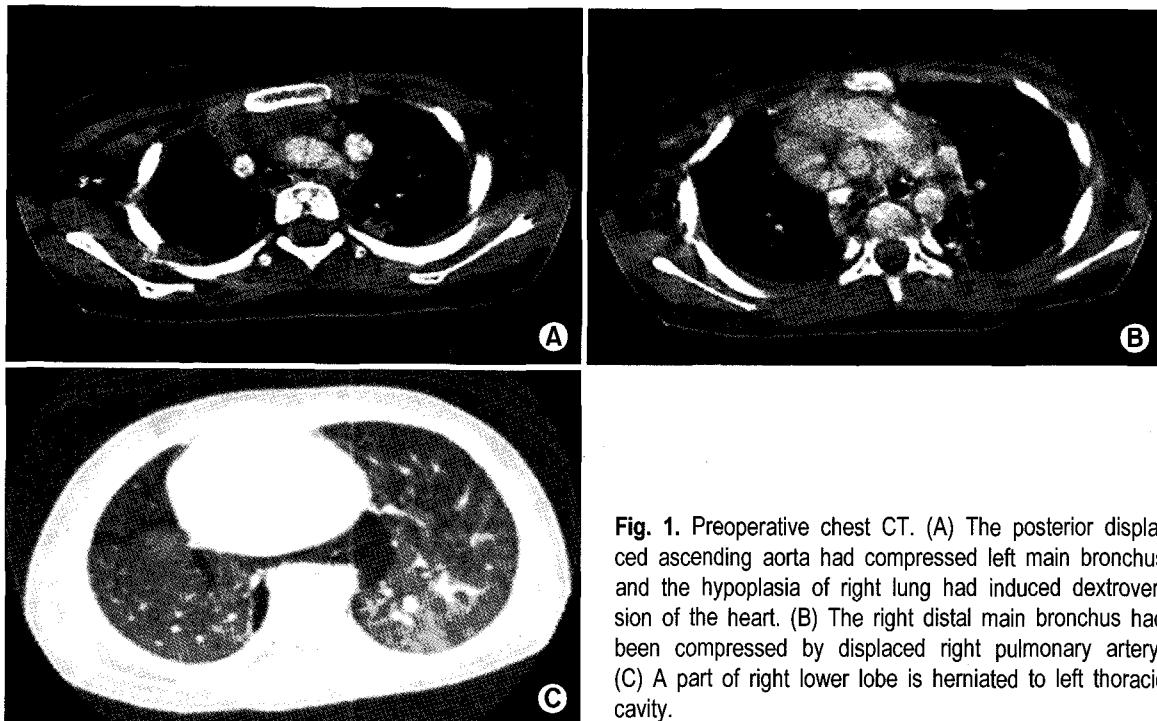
Preoperative chest CT. (A) The posterior displaced ascending aorta had compressed left main bronchus and the hypoplasia of right lung had induced dextroversion of the heart. (B) The right distal main bronchus had been compressed by displaced right pulmonary artery. (C) A part of right lower lobe is herniated to left thoracic cavity.
